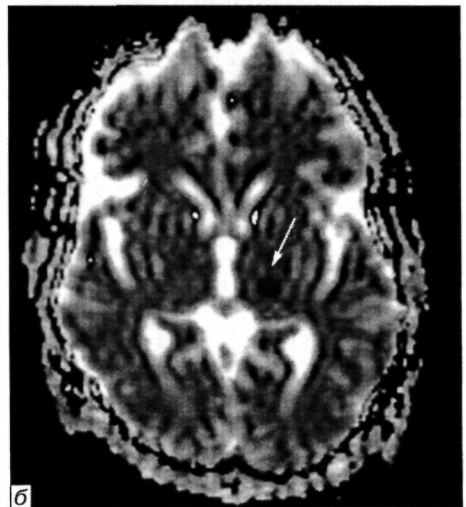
МРТ головного мозку хворого М. через 60 год від початку інсульту. T₂-зважена томограма, аксіальна проекція. Гіперінтенсивний яскравий осередок (стрілка) свідчить про лакунарний інфаркт у ділянці лівого таламуса (клінічно чисто сенсорний інфаркт)
